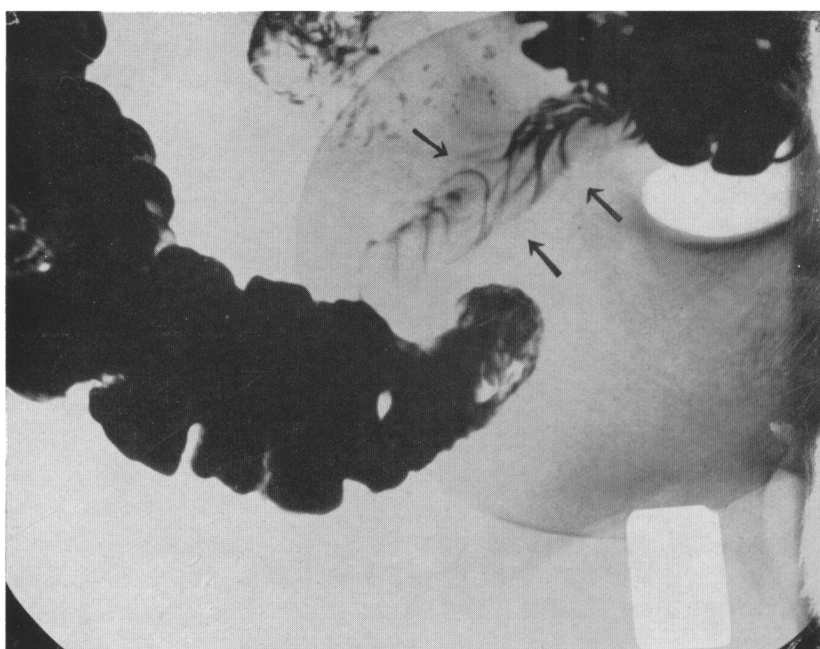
Radiographie de l'iléon sténosé. Les flèches indiquent la sténose
